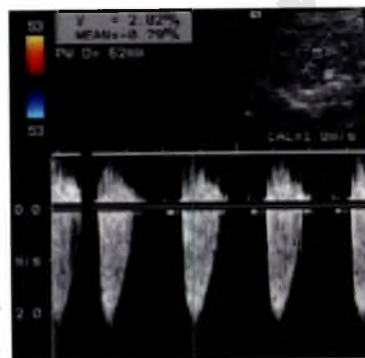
(А) Общий артериальный ствол (ОАС) отходит большей частью от полости правого желудочка (ПЖ). При ЦДК кровотока в просвете ствола определяются aliasing-эффект и значимая регургитация. (Б) Контрольный объем позиционирован над уровнем створок трункального клапана. По данным импульсно-волновой доплерэхокардиографии, скорость кровотока составила почти 250 см/сек, что соответствует стенозу трункального клапана от незначительной до умеренной степени. Створки клапана выглядят утолщенными и в фазу систолы прогибаются в виде купола. ЛЖ — левый желудочек; ПС — позвоночный столб.
